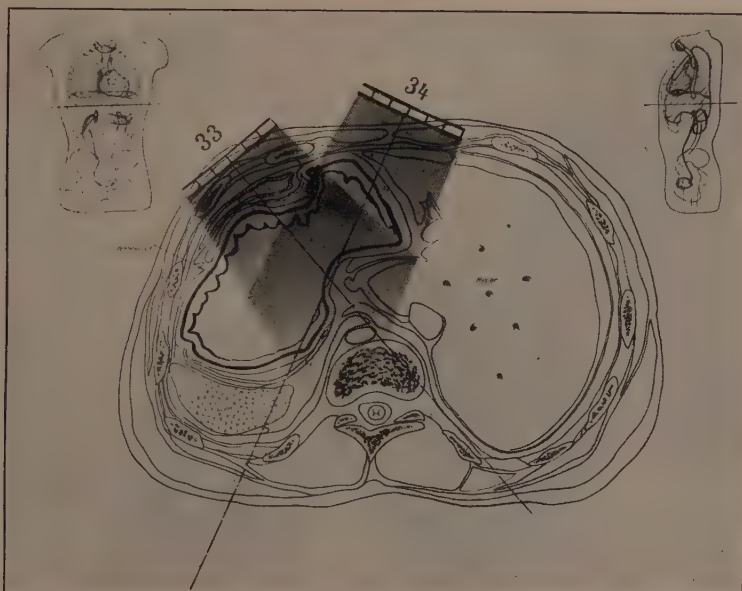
Mutmaßliche Dosenverteilung bei dem von Wetzel mitgeteilten Fall von Perforation der vorderen Magenwand nach einer Röntgenbestrahlung, die mit zwei Feldern ausgeführt wurde.
